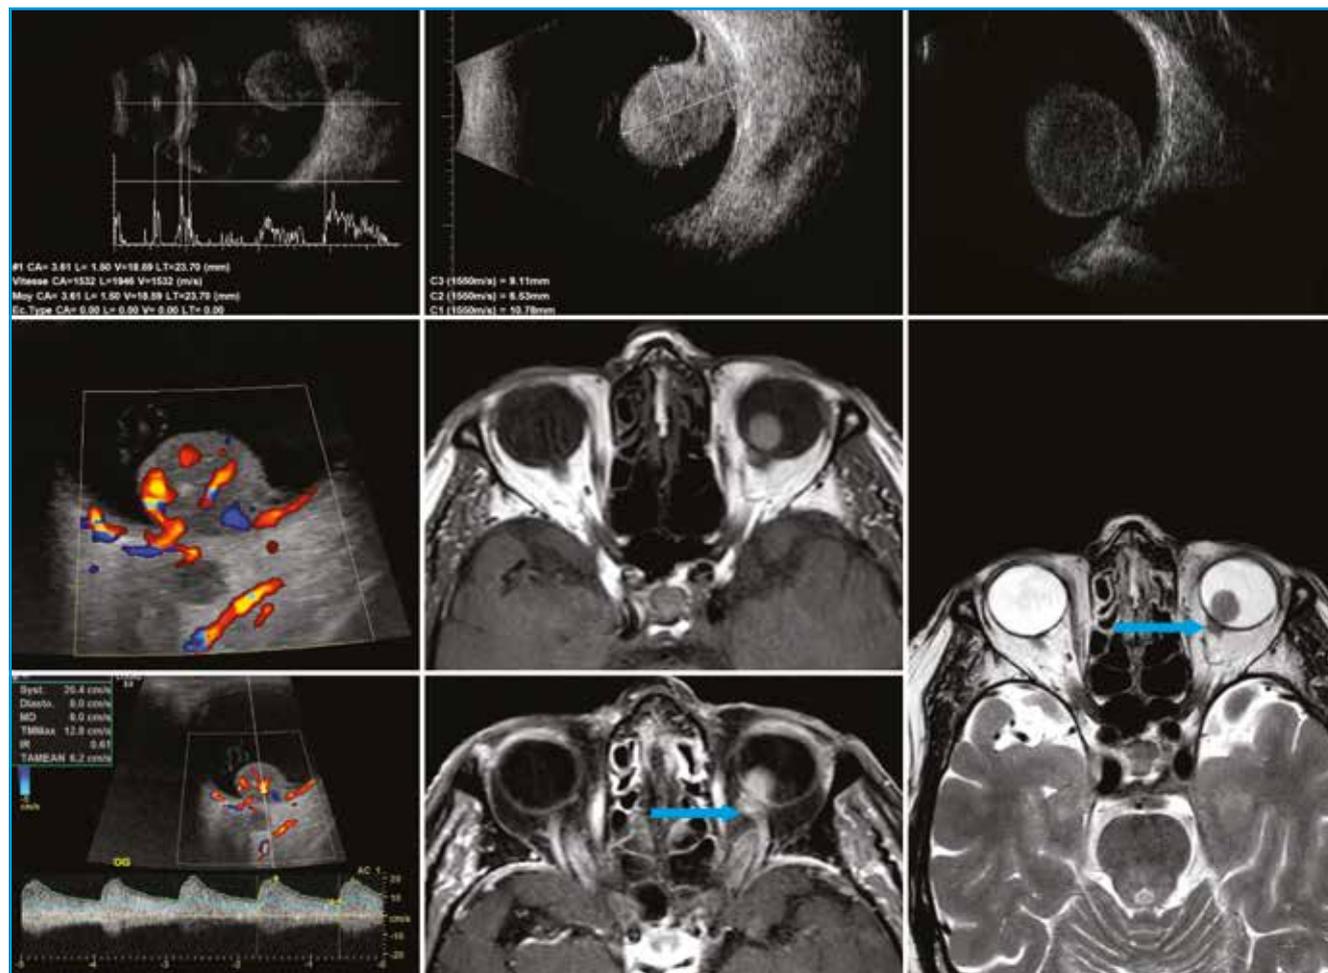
Mélanome volumineux avec extension au nerf optique. Masse du pôle postérieur avec petit DR, en forme de bouton de col, hypoéchogène, hétérogène, avec hypervascularisation en Doppler couleur (vaisseaux artériels rapides). En IRM, on voit bien la lésion en hypersignal T1, hyposignal T2, avec rehaussement après injection. Noter l’extension extra-oculaire en continuité au travers de la sclère de même signal (flèche).
